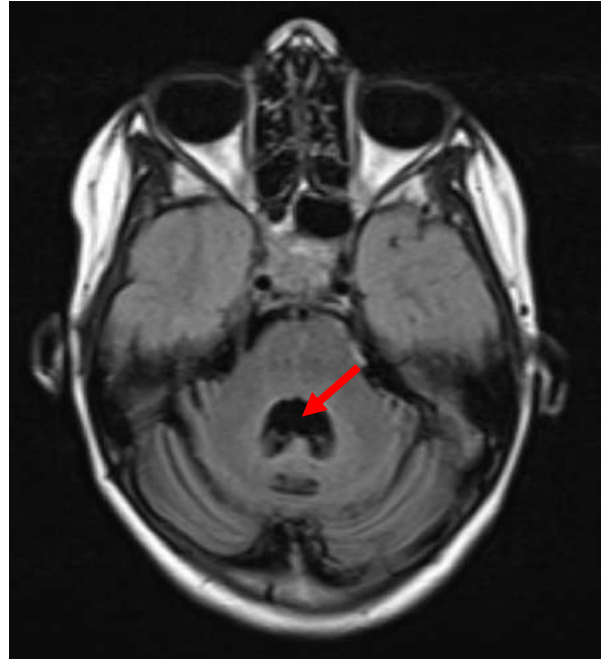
IRM cérébrale T2 en coupe axiale
